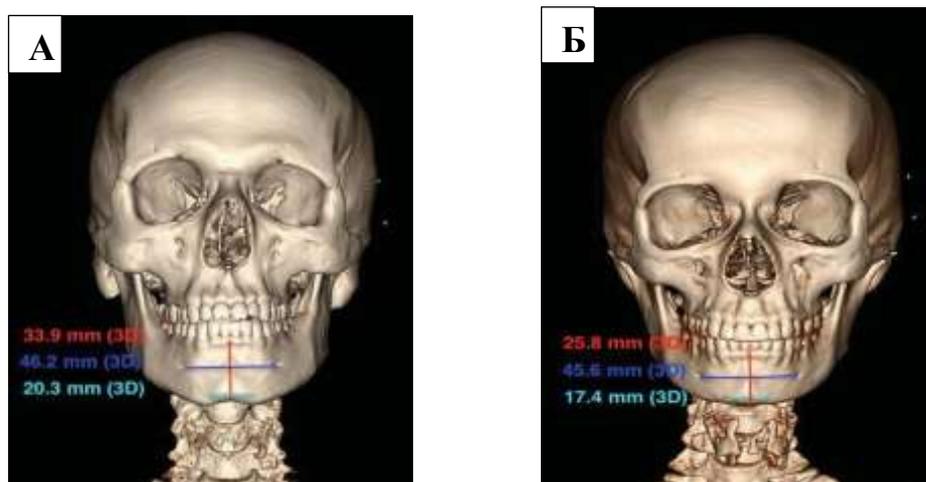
Мультиспиральные компьютерные томограммы головы мужчины (А) и женщины (Б) в фас. Высота подбородка между центральными резцами (красная линия), ширина между подбородочными отверстиями (синяя линия), ширина между подбородочными выступами (зеленая линия)
